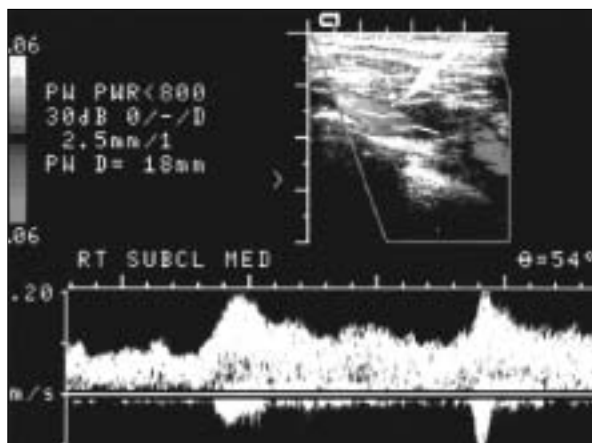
Eco-doppler color en paciente portador de un asa de PTFE humero-axilar que presenta edema y circulación colateral rizomérica. El estudio muestra curva doppler y modo B color con la sonda colocada en la vena subclavia. Se objetiva un flujo turbulento (flecha blanca) con aceleración de flujo (200 cms/s) y pérdida de fascicidad respiratoria de la curva doppler.
